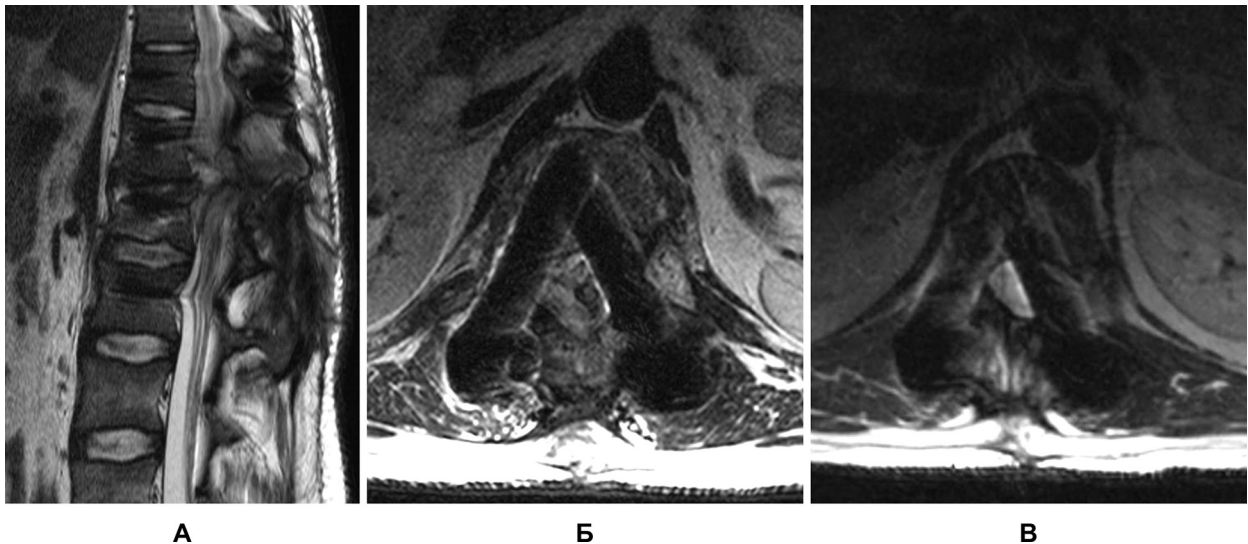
Магнітно-резонансна томографія (через 6 міс після травми): А – серединний сагітальний зріз; Б – зріз на рівні хребця Th12; В – зріз на рівні хребця L1
